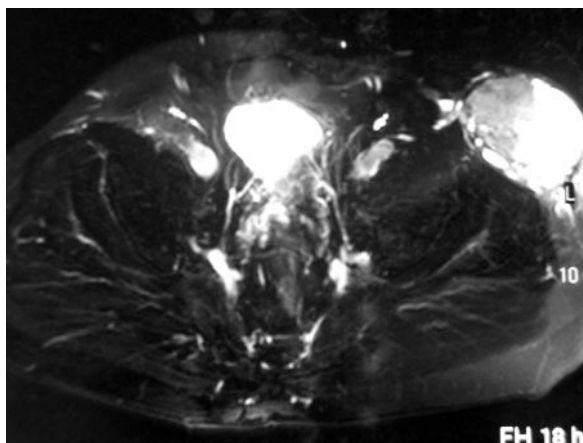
Secuencia de RMN con sección transversal apreciando señal hiperintensa de la neoformación
